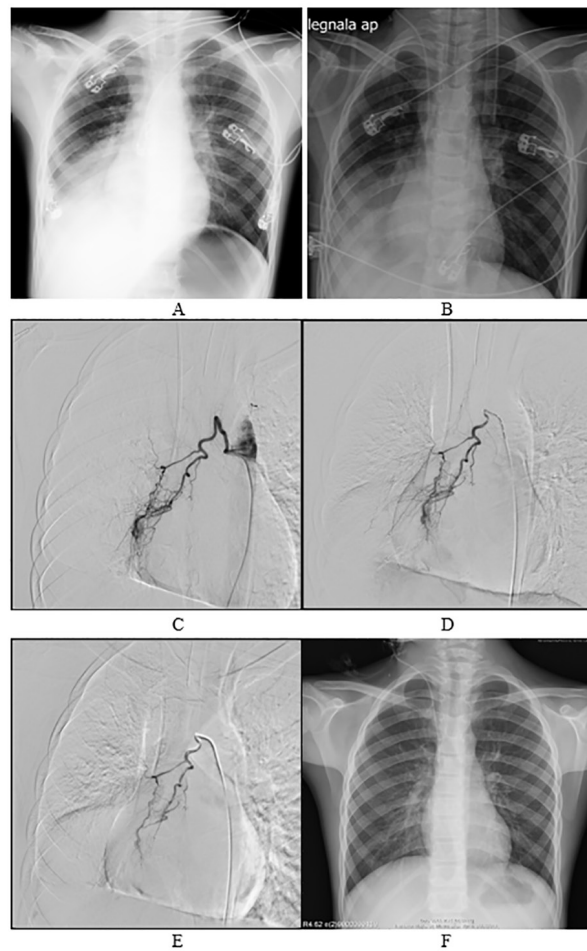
A. X-ray on the day of admission showing right basal consolidation. B. X-ray two days after embolization. C. Diagnostic angiography. D and E. Embolization with PAV particles 700 μ m; F. X-ray 30 days after embolization
